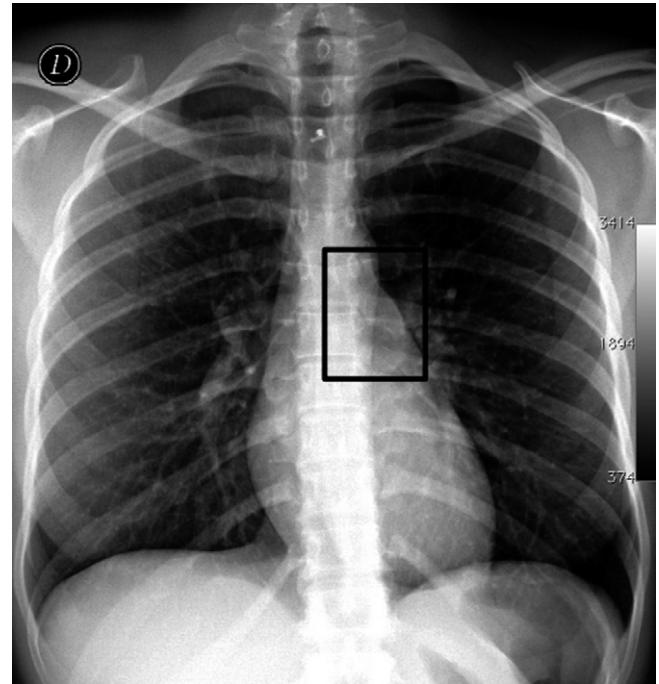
Radiographie thoracique de face, la zone au sein du cadre étant celle où se trouve l'origine des artères bronchiques euphotiques.
